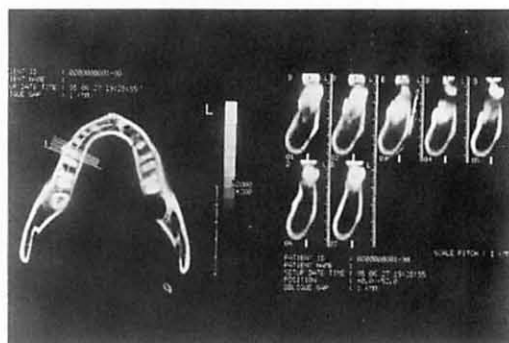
フランクフルト平面を基準とすることにより得られたCTX線像
